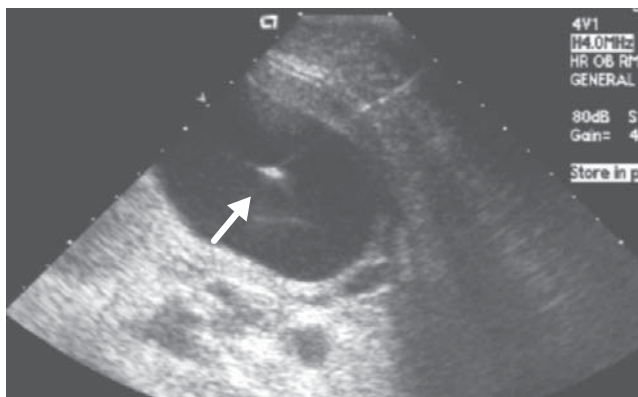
Imagen ultrasonográfica durante la amniocentesis, la flecha señala la punta de la aguja durante la toma de la muestra.
